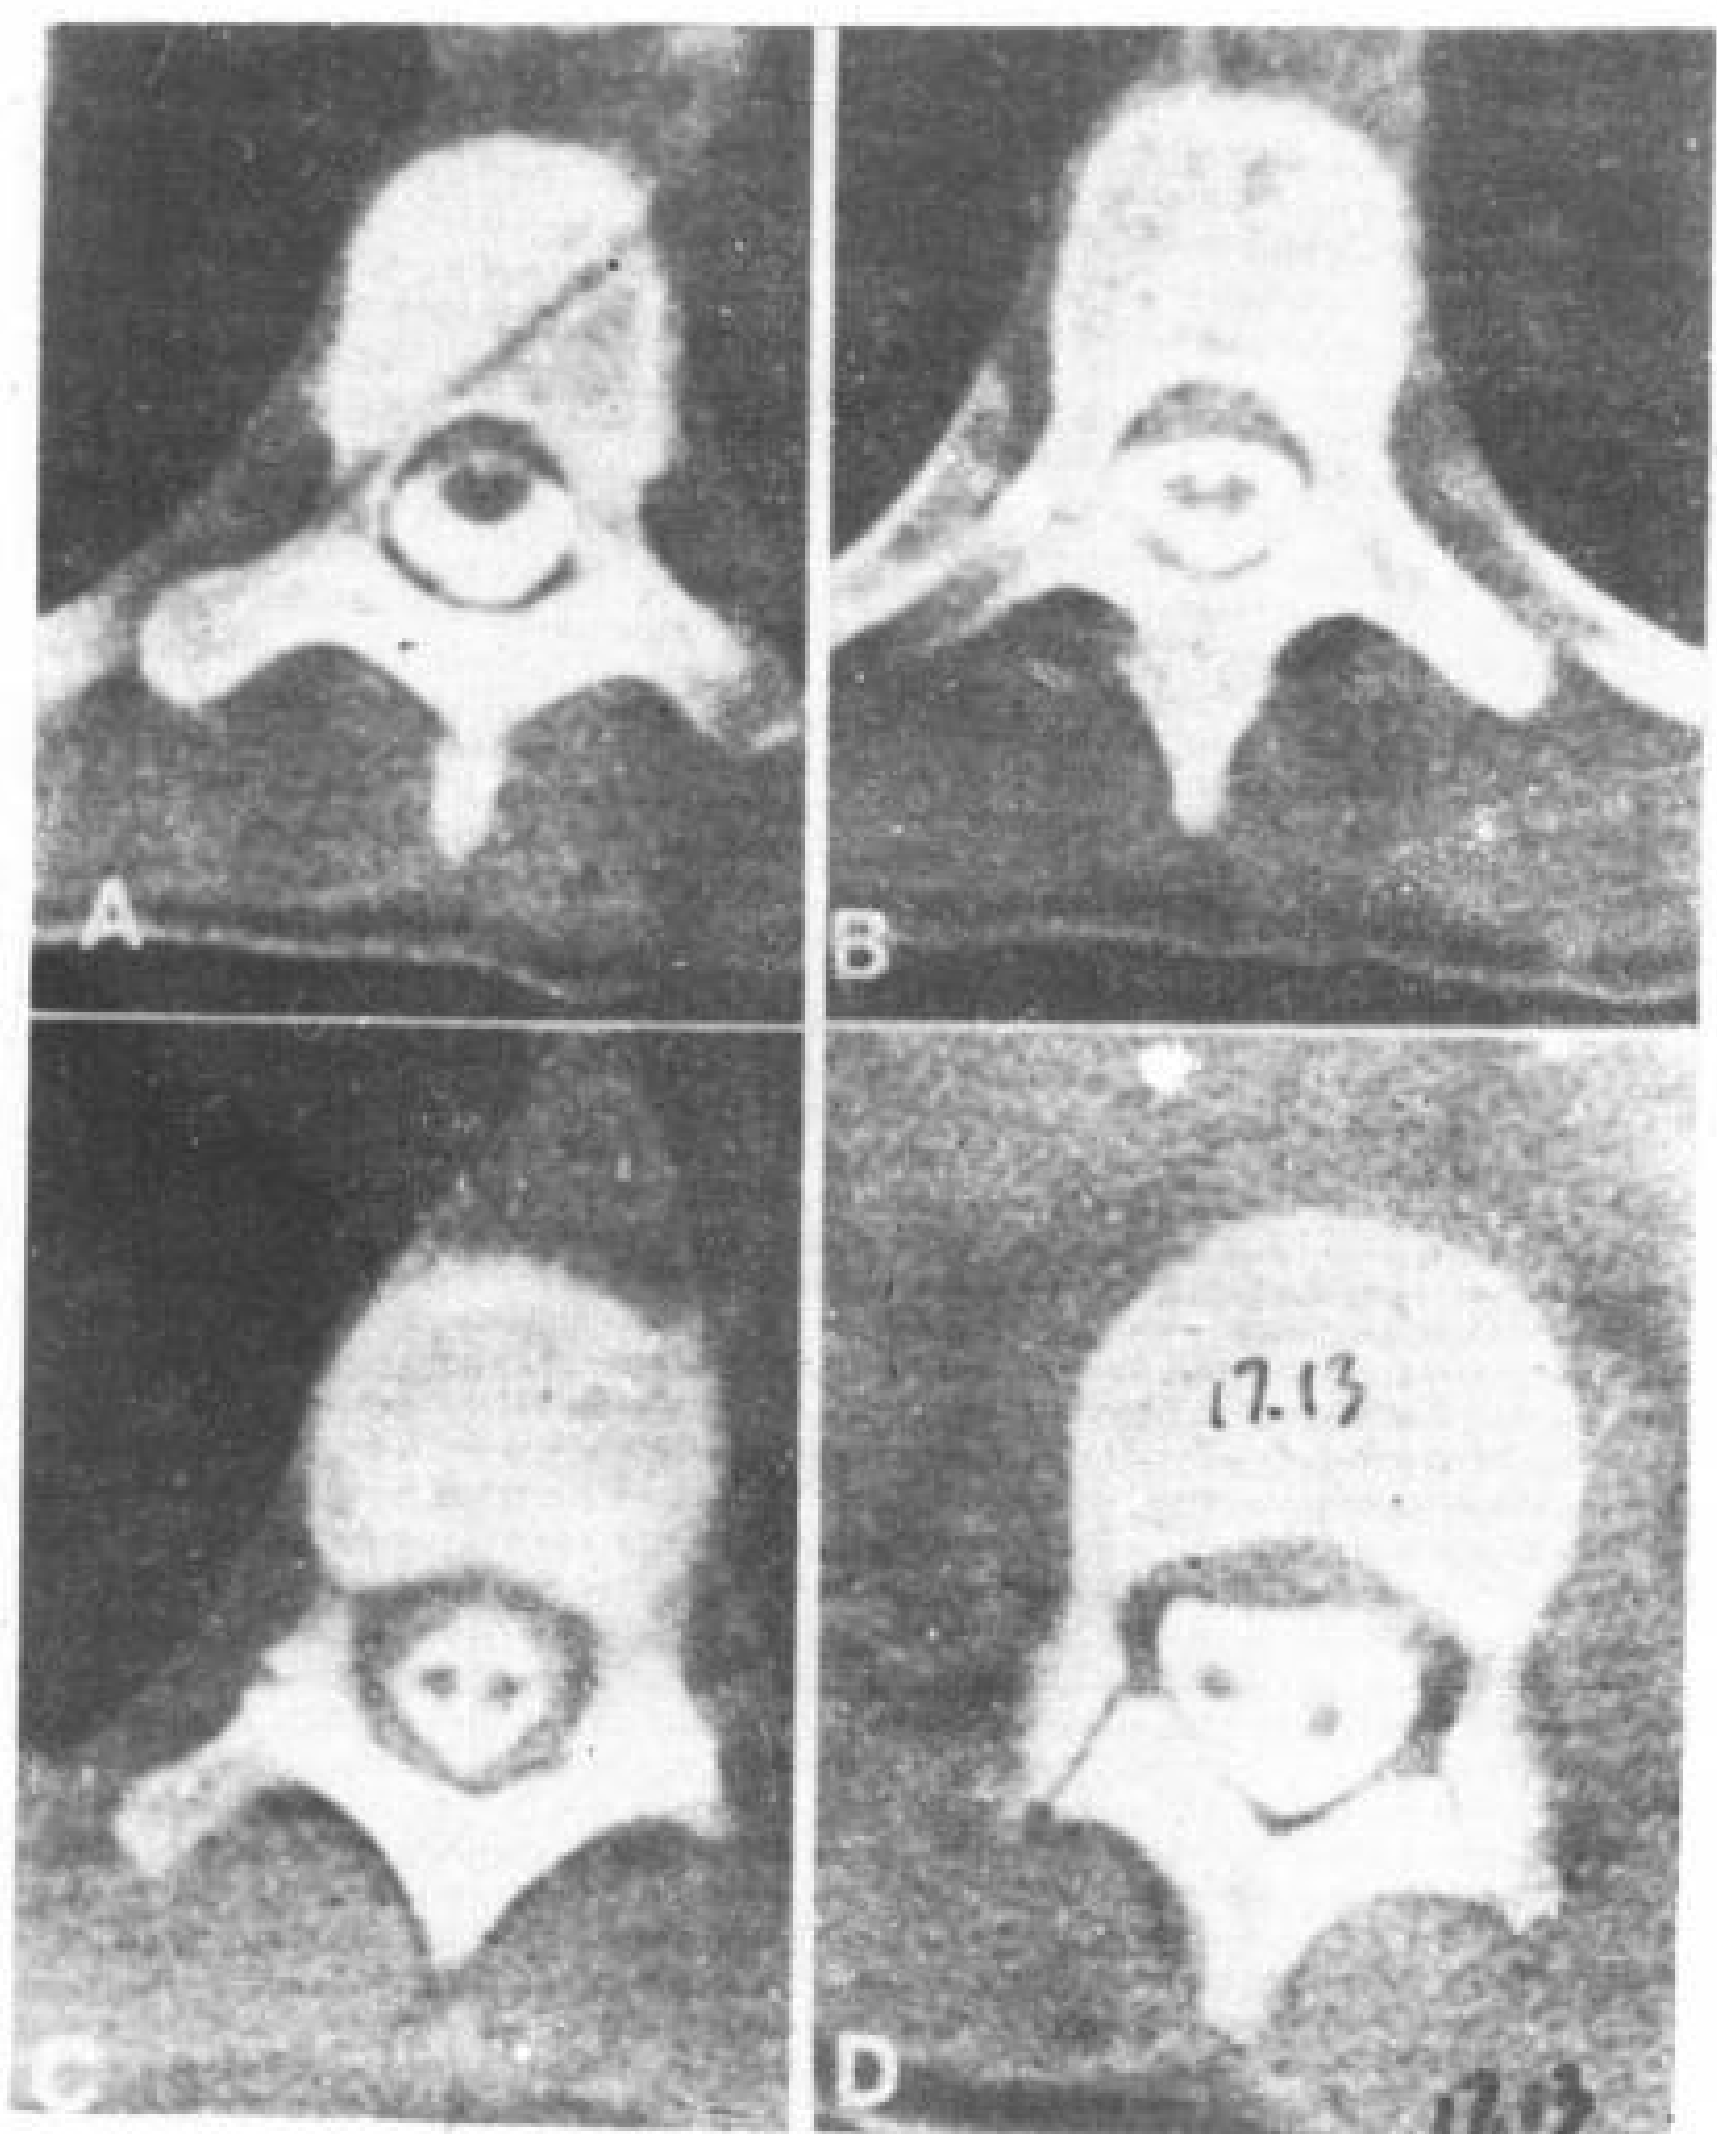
脊髓纵裂有一个硬膜和蛛网膜管。T<sub>9</sub>—L<sub>2</sub> 10 岁女孩。CT 脊髓造影。
